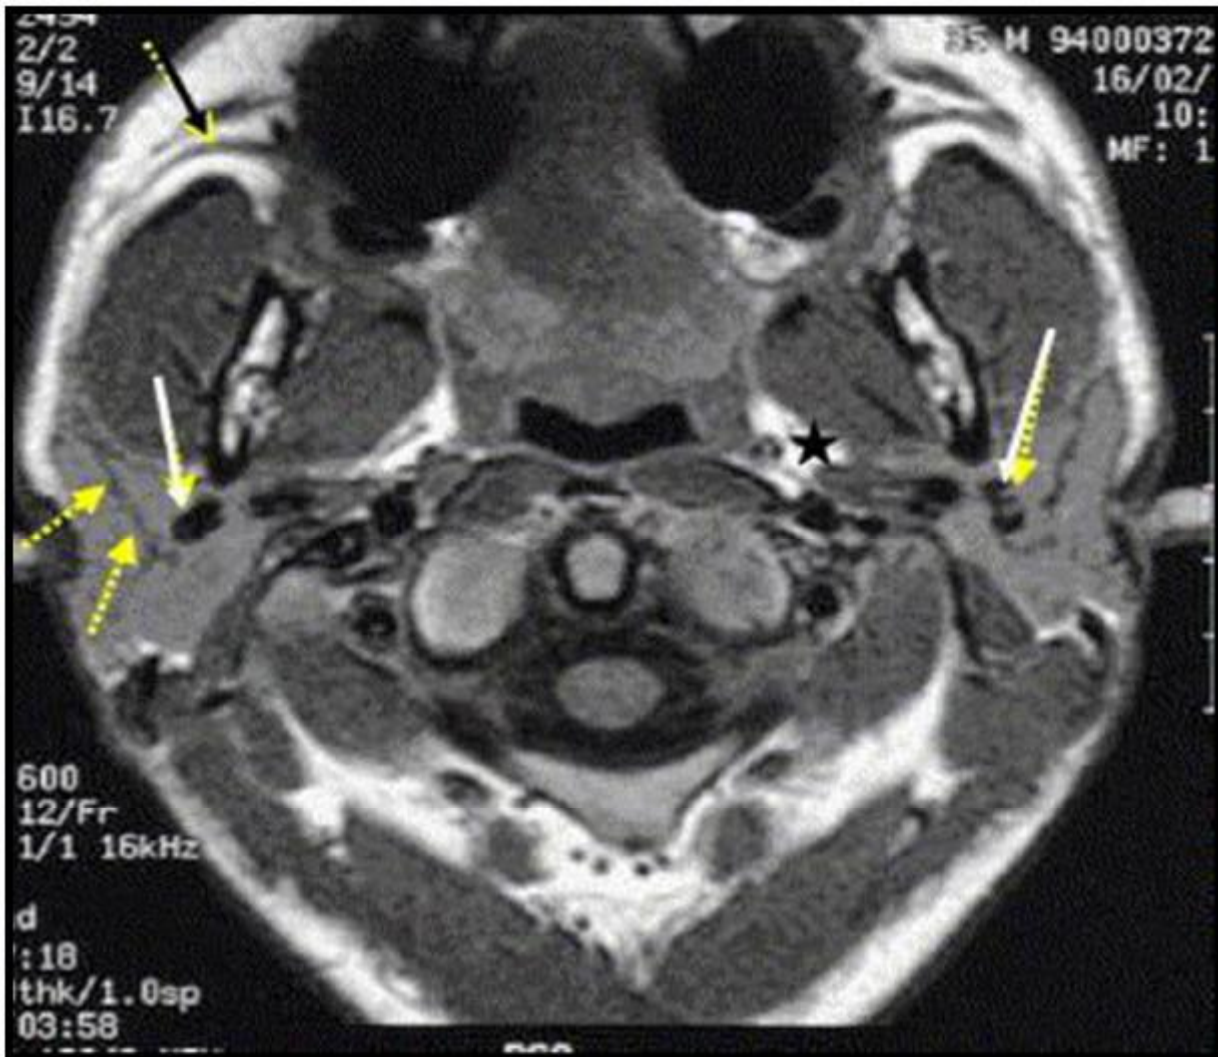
COUPE IRM AXIALE EN ECHO DE SPIN T1 INTERESSANT LES GLANDES PAROTIDES.
